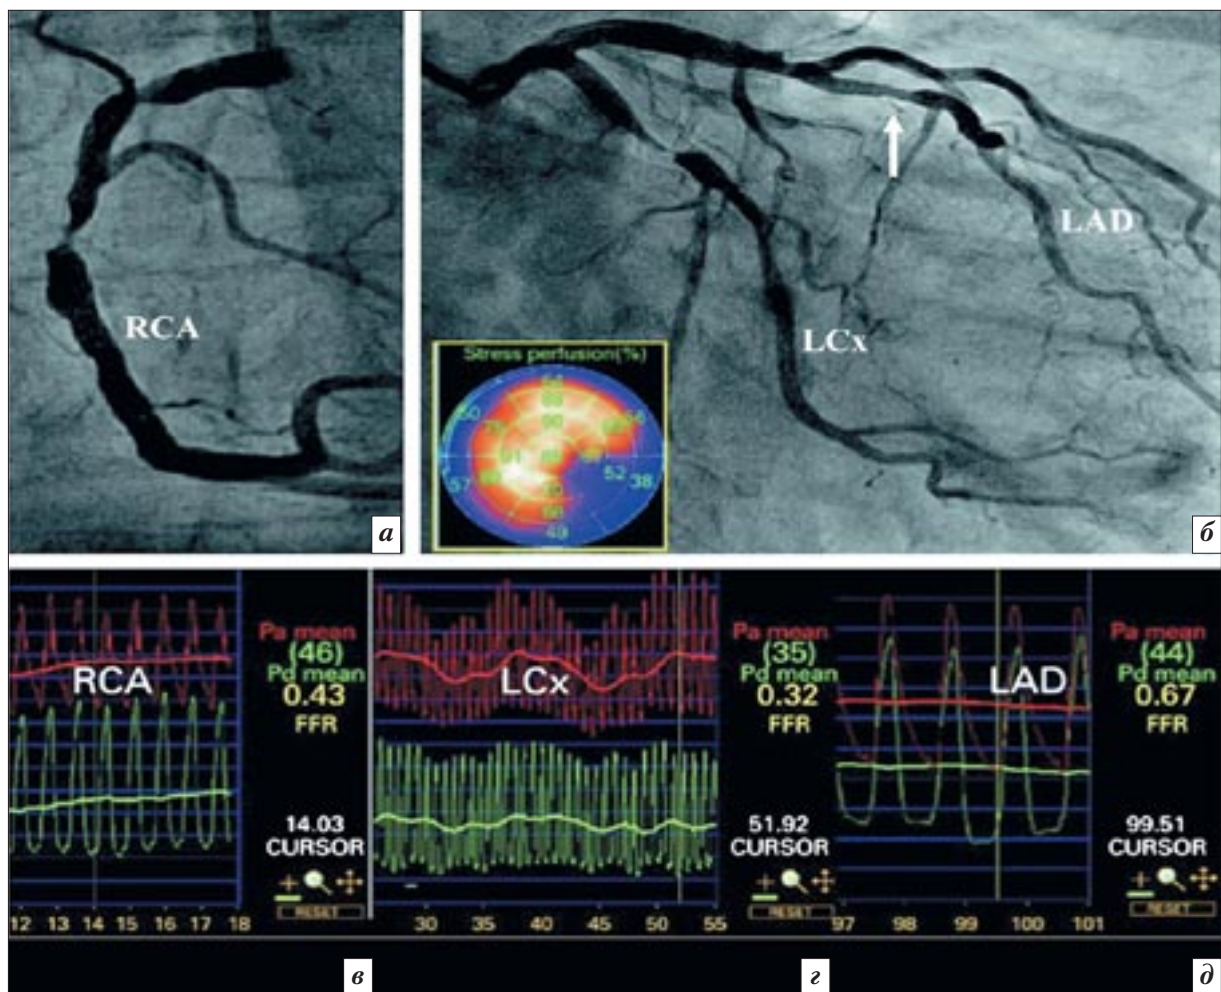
Преимущество и необходимость определения фракционного резерва кровотока у пациентов с многососудистым поражением коронарных артерий. На ангиографическом изображении, полученном при обследовании пациента со стабильной стенокардией, видны критические стенозы в правой коронарной артерии (RCA) (а) и в огибающей коронарной артерии (LCx) (б), которые явно нуждаются в реваскуляризации без необходимости получения функциональной информации. Тем не менее наблюдался также ангиографически незначимый стеноз в передней нисходящей артерии (LAD) (стрелка, б). Функциональная значимость данного стеноза влечет за собой важные клинические последствия для прогнозирования, а также определения типа реваскуляризации (ЧКВ при 2-сосудистом поражении или АКШ при 3-сосудистом поражении коронарных артерий). Перфузионная сцинтиграфия миокарда подтвердила наличие обратимых дефектов в нижнебоковом сегменте, соответствующих стенозам в правой и огибающей коронарных артериях. Фракционный резерв кровотока, напротив, показал положительный результат на ишемию во всех 3 коронарных сосудах, включая переднюю нисходящую артерию (в-д). Стеноз передней нисходящей артерии не поддавался обнаружению при перфузионной сцинтиграфии, поскольку накопление радиофармпрепарата было явно ниже в области правой и огибающей коронарных артерий, где ишемия выраженнее по сравнению с областью передней нисходящей артерии [8].
